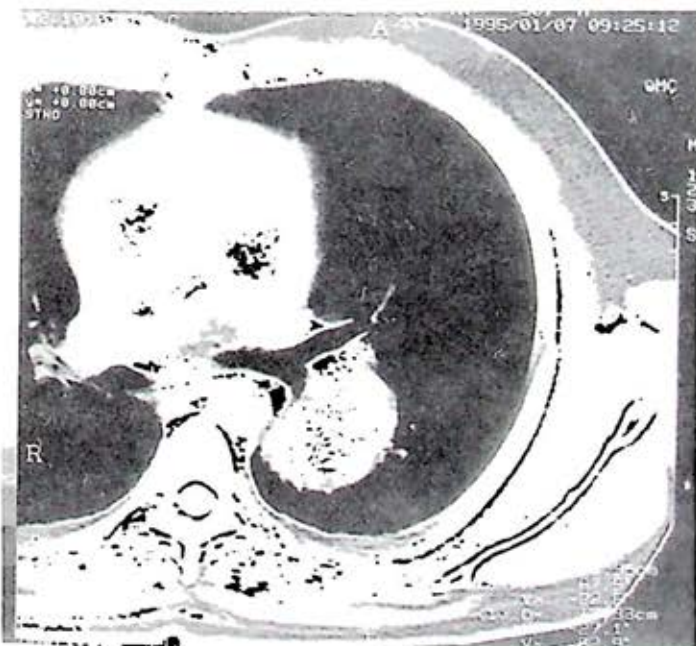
Tomografía computada que demuestra imagen densa de 6 x 3 cm, en topografía del lóbulo inferior izquierdo, de contornos definidos.
